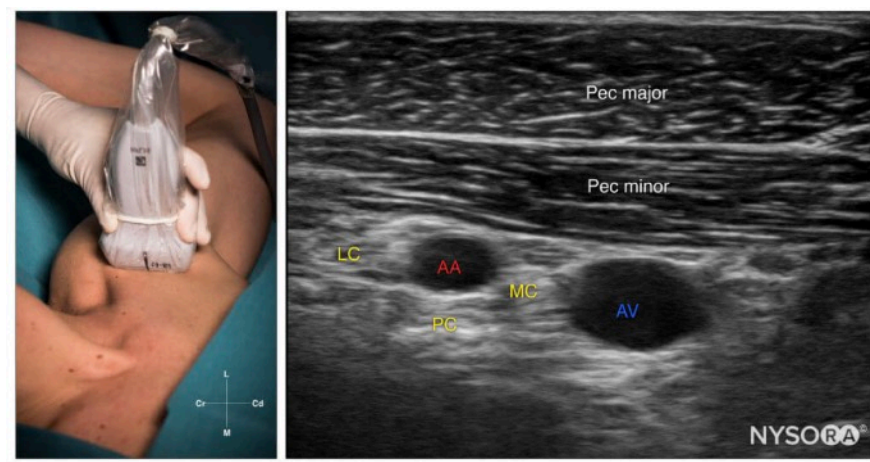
Anatomía ultrasonográfica del plexo braquial a nivel infraclavicular. LC, cordón lateral; PC, cordón posterior; MC, cordón medio; AA, arteria axilar; AV, vena axilar; Pec minor, pectoral menor; Pec mayor, pectoral mayor. NYSORA.
